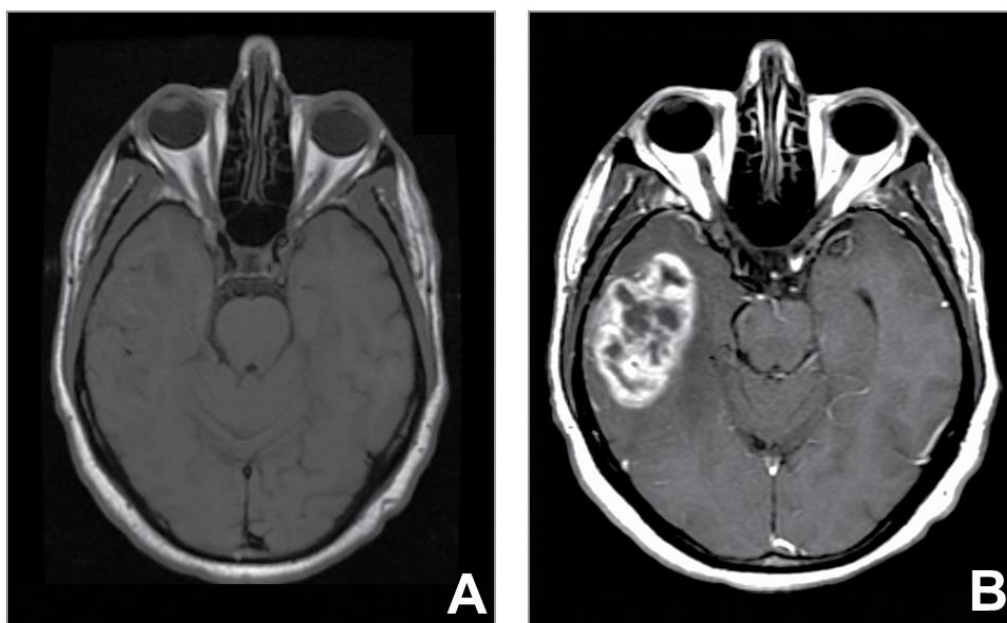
Ressonância nuclear magnética de encéfalo de um paciente com GBM: (A) sem contraste, com delimitação pobre da lesão, e (B) com contraste, onde se pode evidenciar a heterogeneidade do tumor, com a lesão necrótica estando bem marcada (Retirado de Omuro e DeAngelis, 2013).
